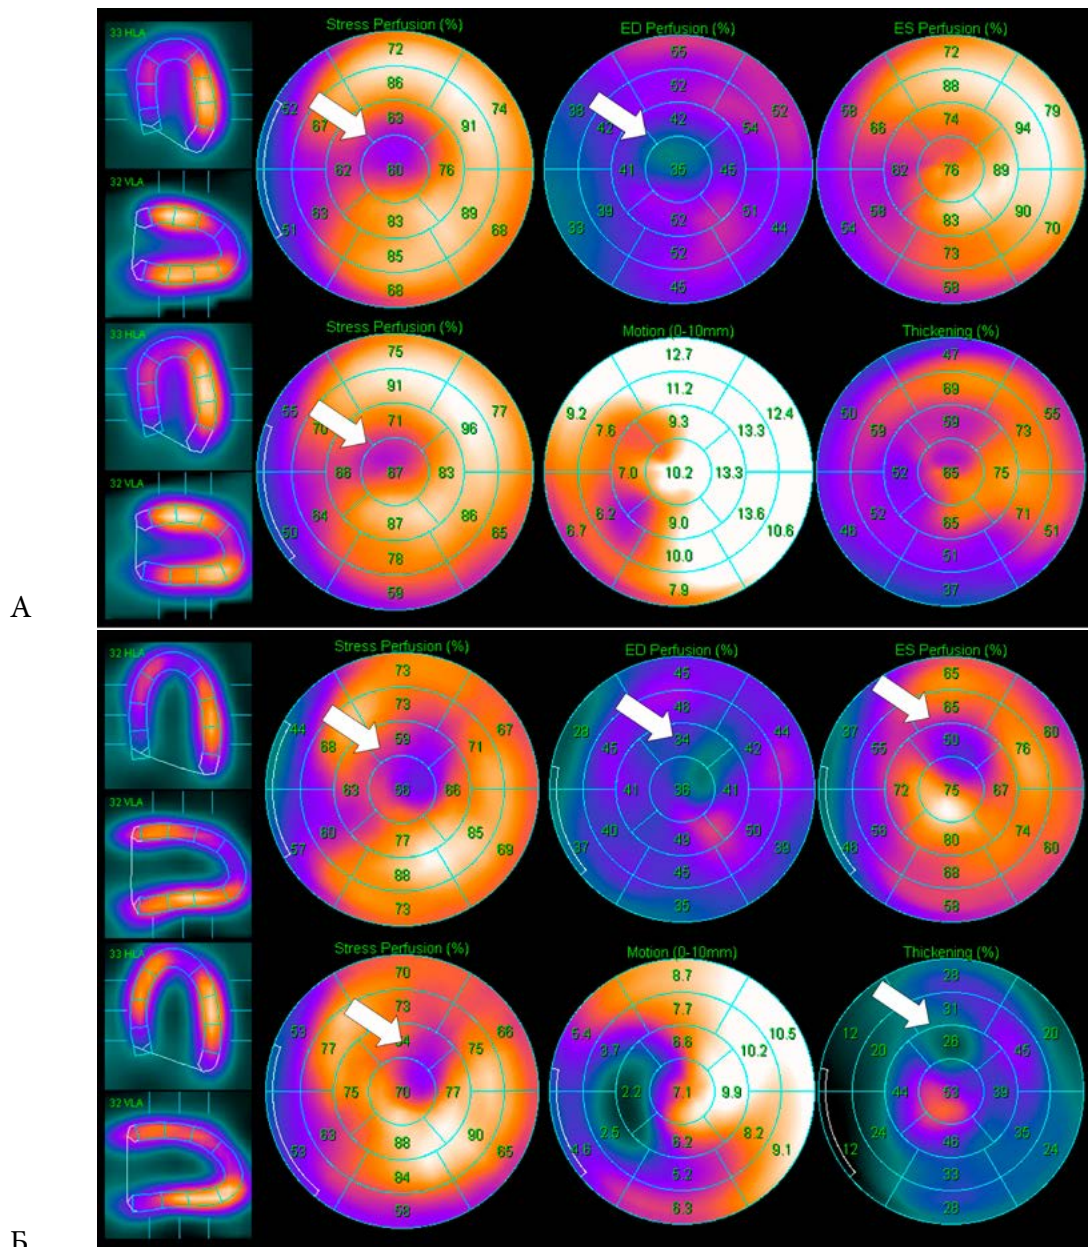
Дифференциальная диагностика апикальных очаговых нарушений перфузии миокарда. А. Апикальное утончение визуализируется на суммарных перфузионных пАС- и АС-изображениях, на диастолических перфузионных изображениях (стрелки), но не на систолических. Б. Дефект перфузии (интрамуральный ПИКС), видимый на всех картах, в том числе на систолических изображениях перфузии и утолщения миокарда (стрелки). При этом дефект недостаточно глубокий, чтобы вызывать локальные нарушения сократимости
